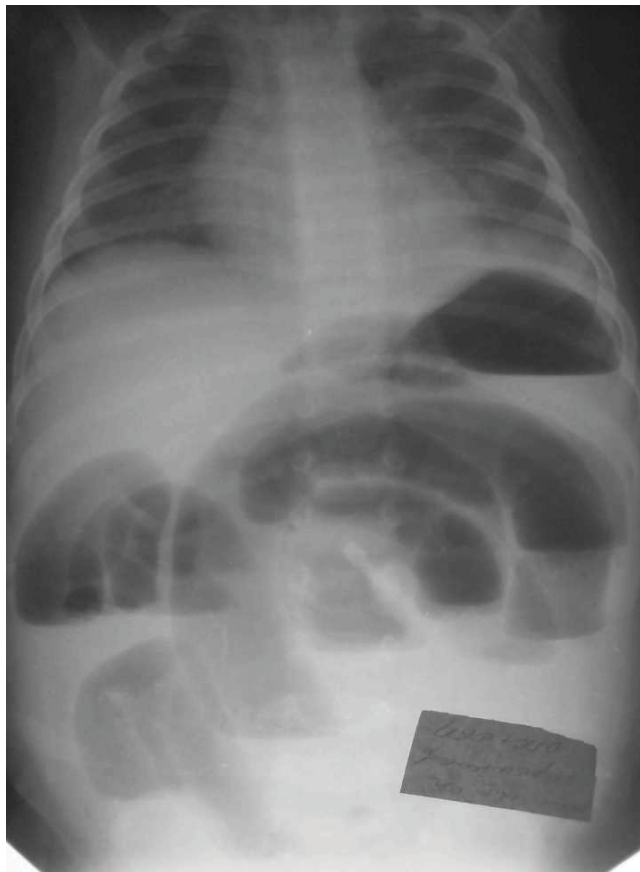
Повторна оглядова рентгенографія органів черевної порожнини – множинні рівні рідини з локалізацією у верхніх відділах черевної порожнини та відсутність загазованості в нижніх відділах
